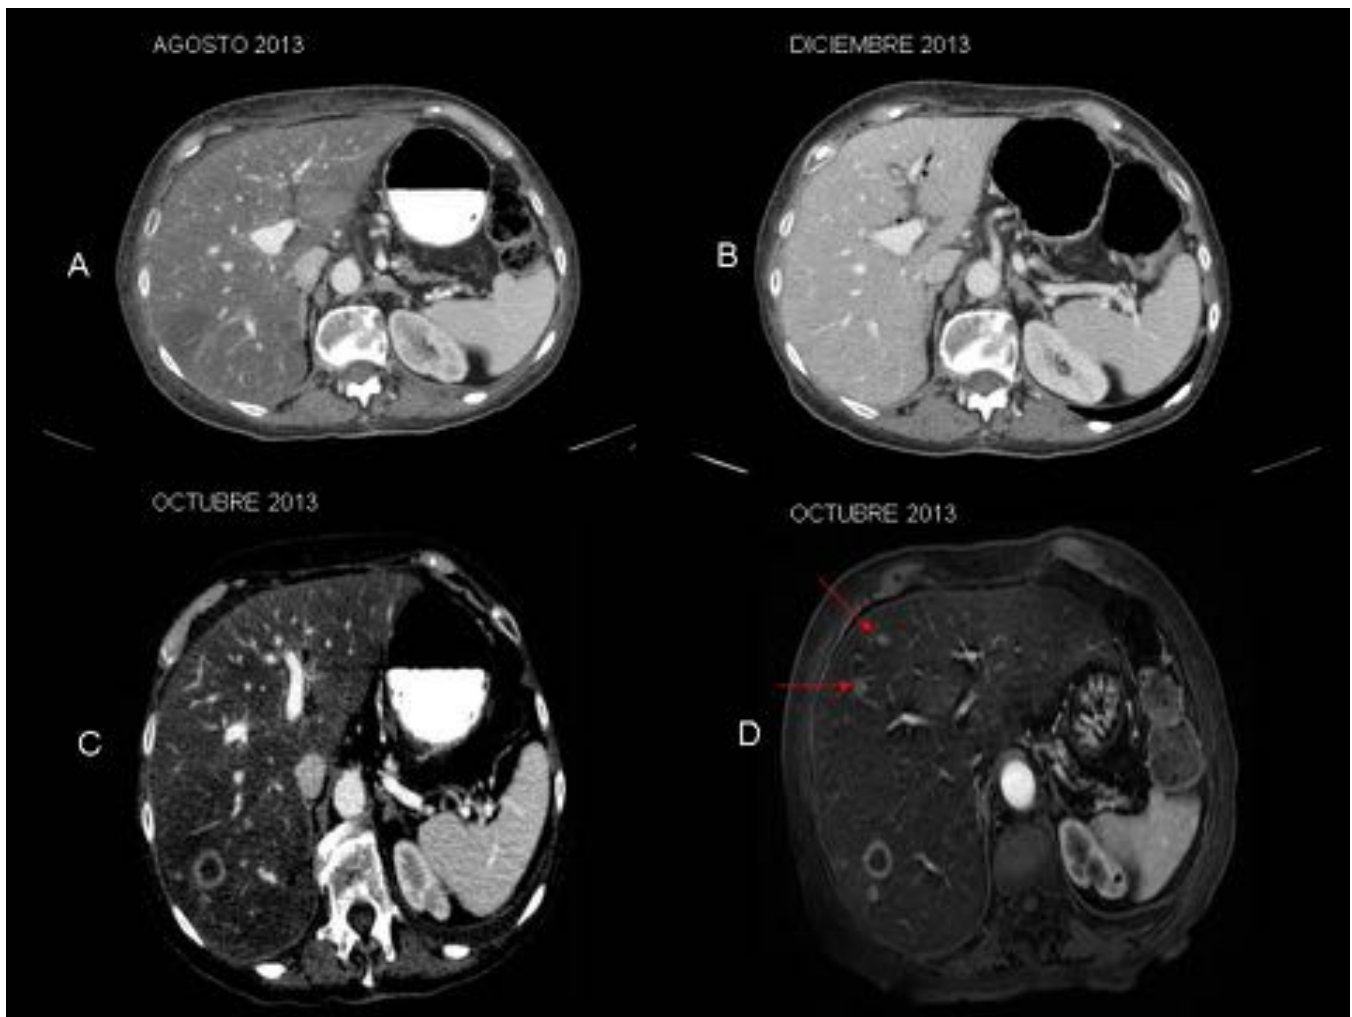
Mujer de 77 años con cáncer de páncreas que inicia tratamiento con gemcitabina. Se observó posteriormente una alteración de transaminasas, realizándose una TC en la que se evidenció esteatosis hepática difusa (A), que terminó corrigiéndose meses después (B). Una vez instaurada la esteatosis se observó la aparición de metástasis en TC de control (C), realizándose una RM en la que se evidenciaron varias lesiones subcentimétricas en el parénquima hepático (D), visualizadas con dificultad en la TC.
